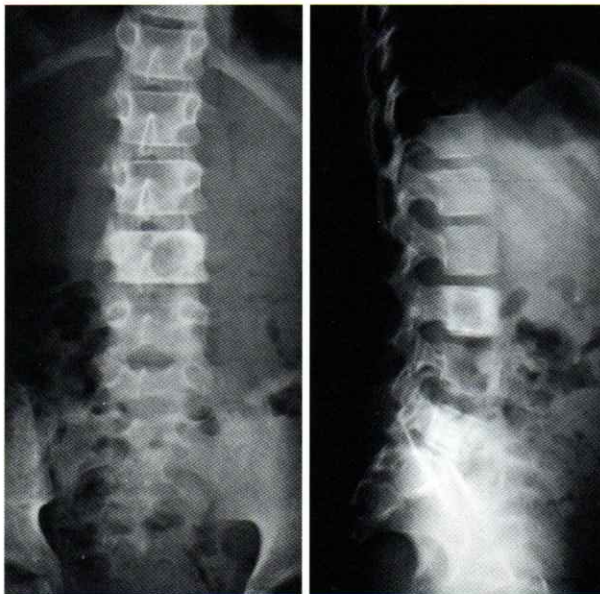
Radiographie du rachis lombaire de face et de profil
